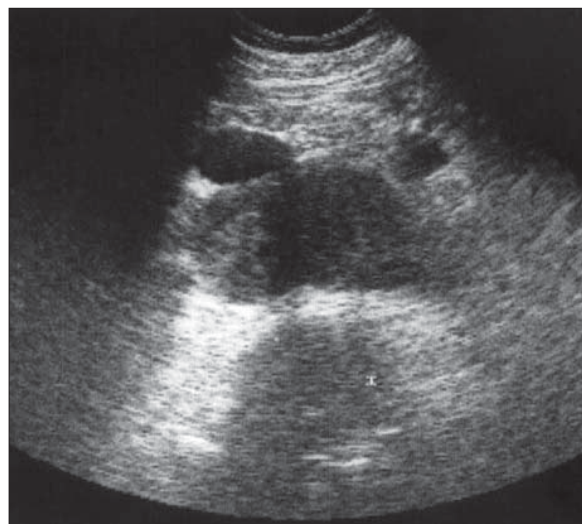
Chist retroperitoneal. Ecografie. Formațiune transsonică bine delimitată, situată anterior față de coloană și posterior față de aortă și vena cavă inferioară, cu perete fin.
